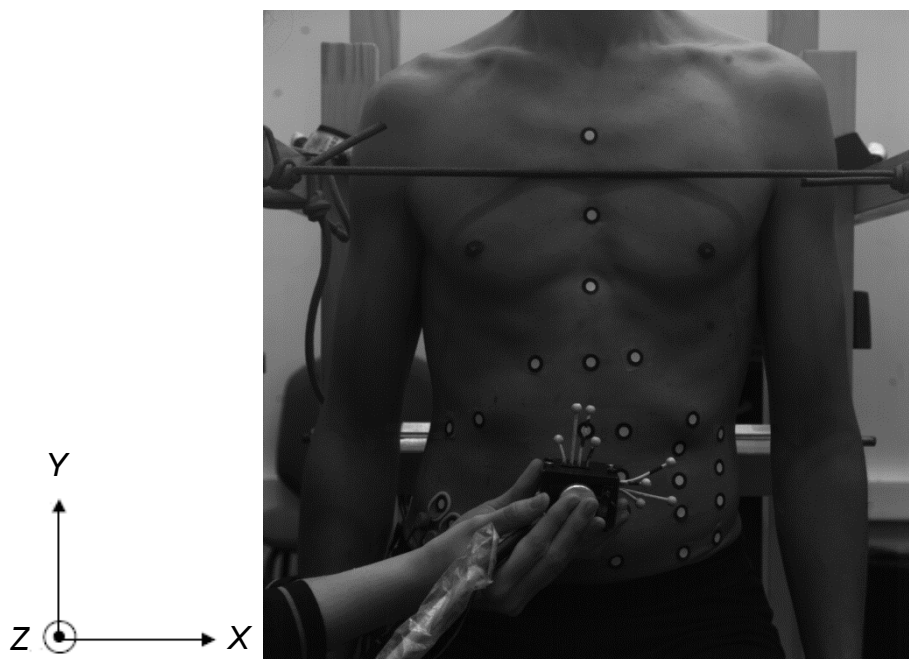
Position du sujet lors de la mesure d'effort avec la sonde échographique dans le repère (XYZ).
